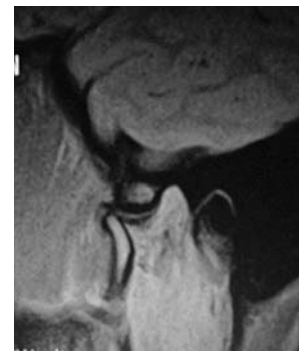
Кінець відкривання (МРТ СНЩС).
